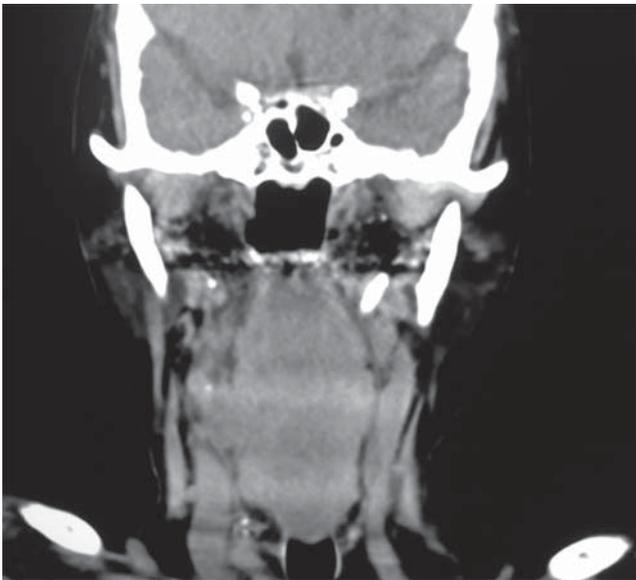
Corte sagital de tomografía simple de cuello con aumento en el espesor del espacio retrofaríngeo, con imágenes hipodensas sugestivas de presencia de aire.
